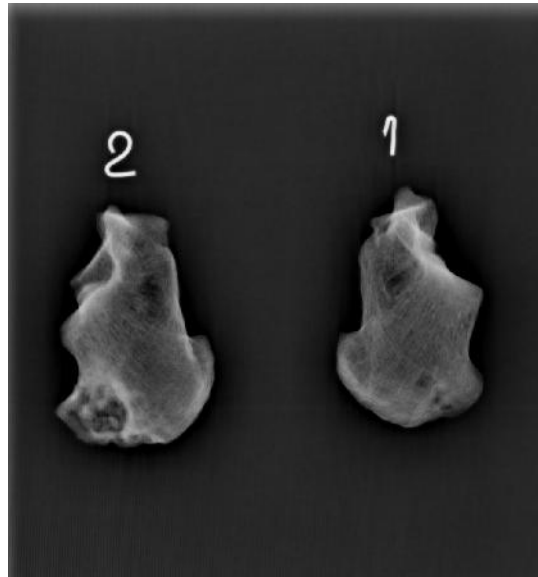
Radiografiile cu raze X ale oaselor calcaneee.
